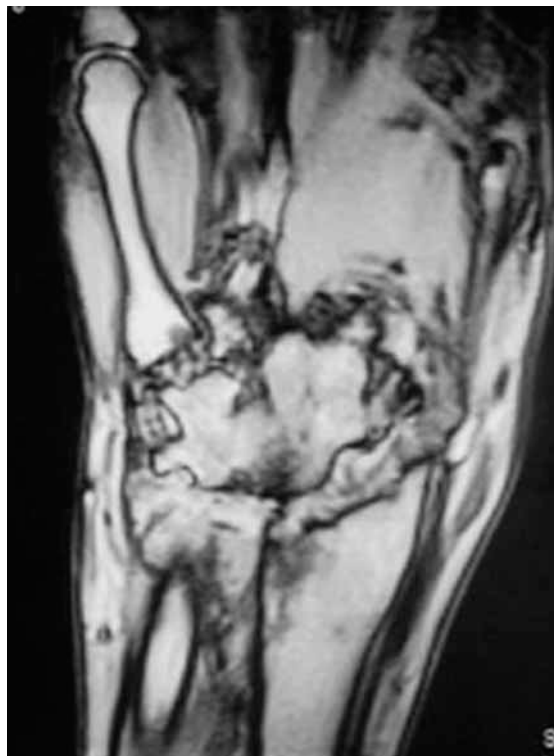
La RM consente di dimostrare, con la sequenza GE T1, le tipiche alterazioni proprie della fase anchilosante con fusione della filiera carpale prossimale e distale nel cui contesto si rilevano multiple lesioni di natura erosiva
